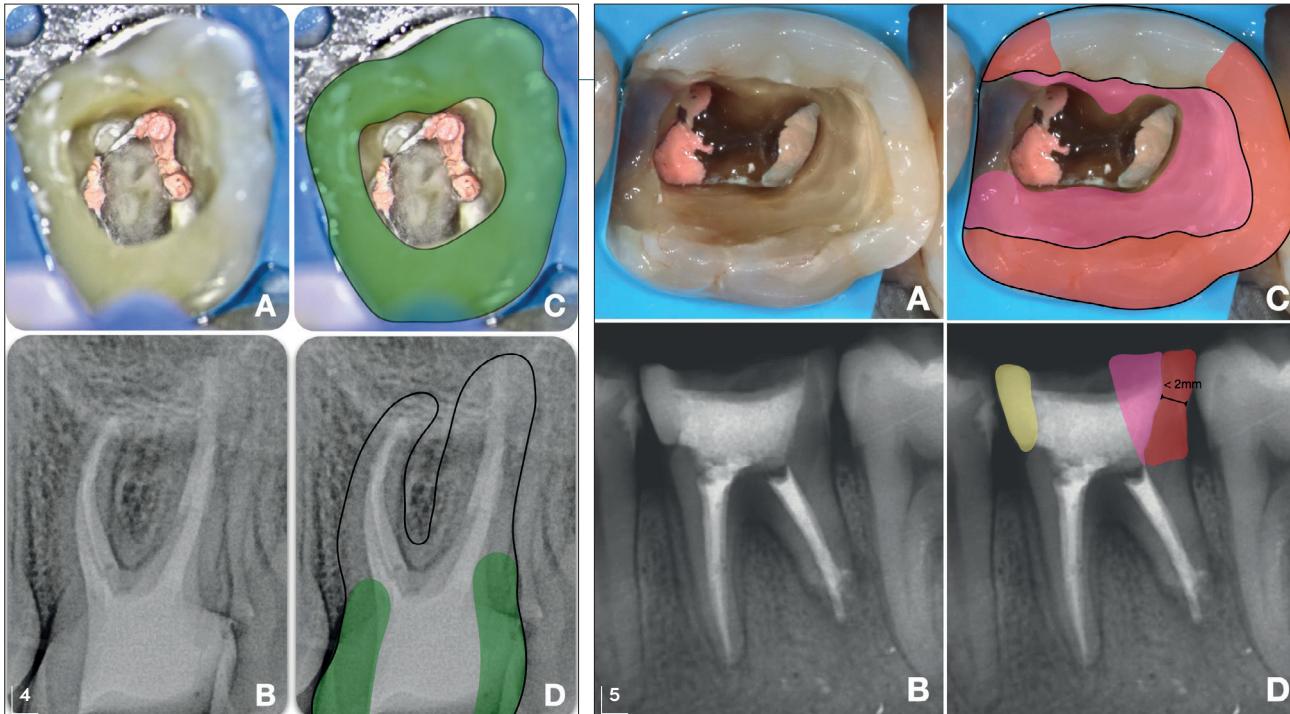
Vue clinique d'une cavité occlusale post-endodontique sur molaire (a). Radiographie rétro-alvéolaire post-opératoire (b). La cavité d'accès doit être suffisante pour accéder au réseau canalaire tout en préservant au maximum les parois (c, d). L'analyse des parois résiduelles (en vert) laisse apparaître une intégrité des deux crêtes marginales ainsi qu'une épaisseur suffisante des parois sur toute la hauteur coronaire pour réaliser une restauration sans recouvrement cuspidien.
